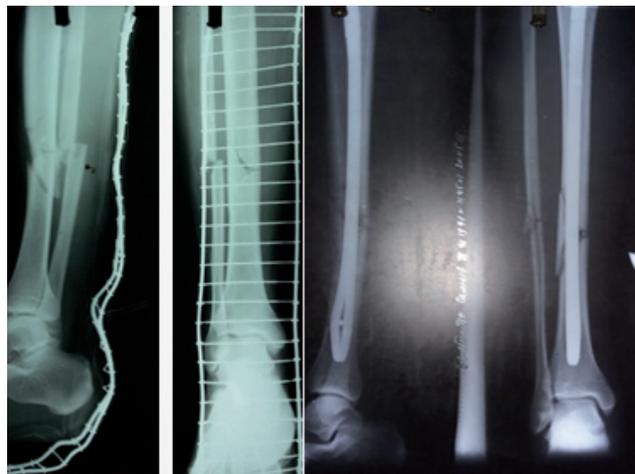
Рентгенограмма при поступлении и после остеосинтеза
